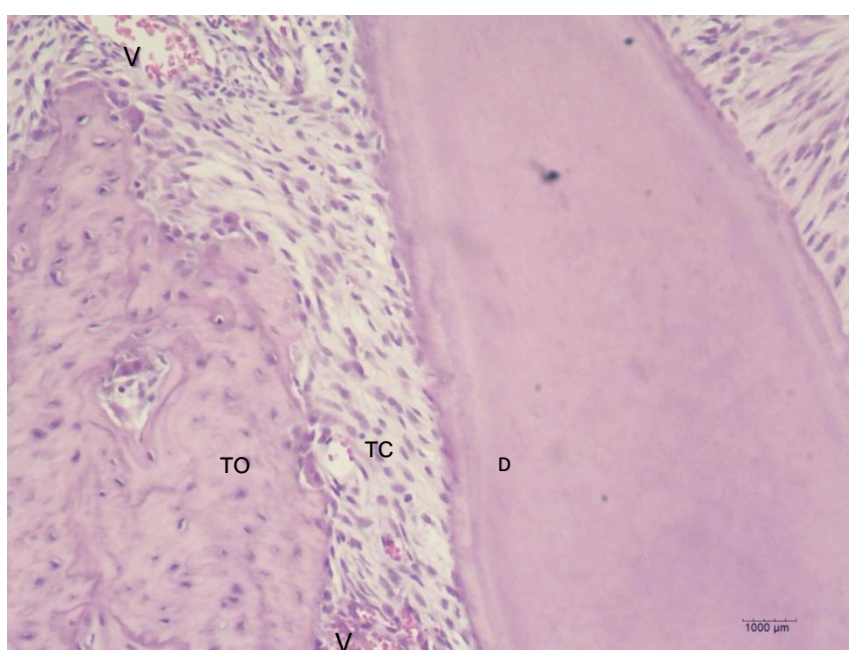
Lado de pressão do grupo 2 aos 3 dias.(TO) tecido ósseo, (TC) tecido conjuntivo frouxo, com fibras desorganizadas, fibroblastos ovoides ou estrelados e ausência de área hialina, (D) dentina, (V) vasos sanguíneos (Hematoxilina & Eosina, x10).
